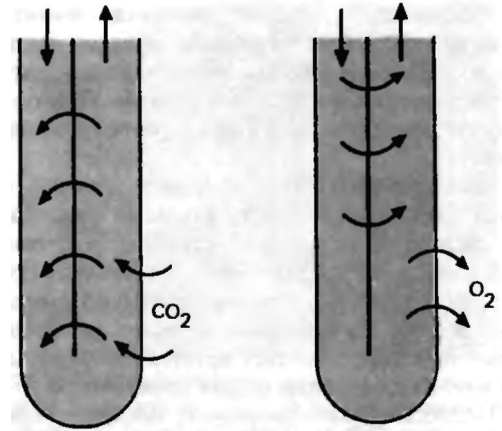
Противоточный обмен в прямом сосуде мозгового вещества. Образующиеся в этом слое соединения (например, CO_2) за счет противоточной диффузии у вершины петли Генле достигают здесь высокой концентрации. Содержание веществ, поглощаемых в мозговом слое (например, O_2), из-за аналогичного «короткого замыкания» потоков сильно падает к вершине петли Генле
